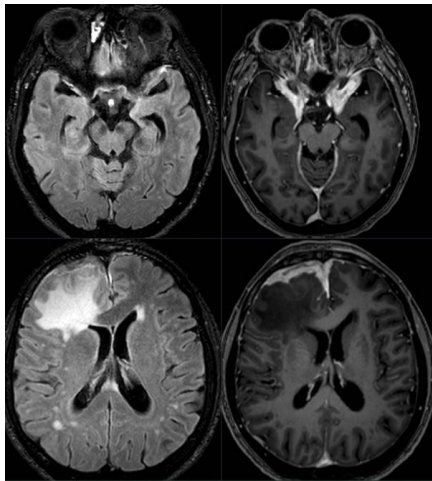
MRT (Flair und T1 mit KM): Ausgeprägte KM-Aufnahme bifrontal rechtsbetont bis in den Sinus cavernosus und den Keilbeinhügel hinein. Ausgedehntes rechts frontales Marklagerödem (Prof. B. Eckert, Neuroradiologie AK Altona).
